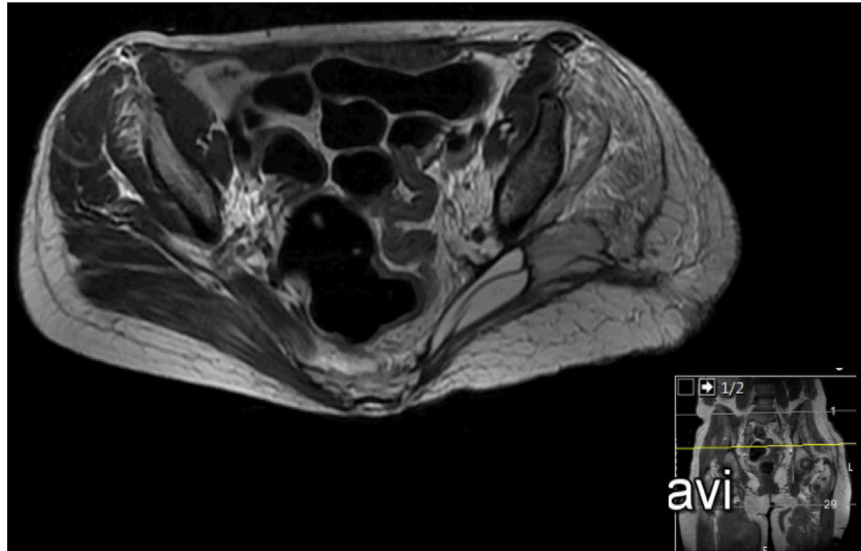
Corte axial de RMN da bacia ponderada em T2 no período pós-operatório.
